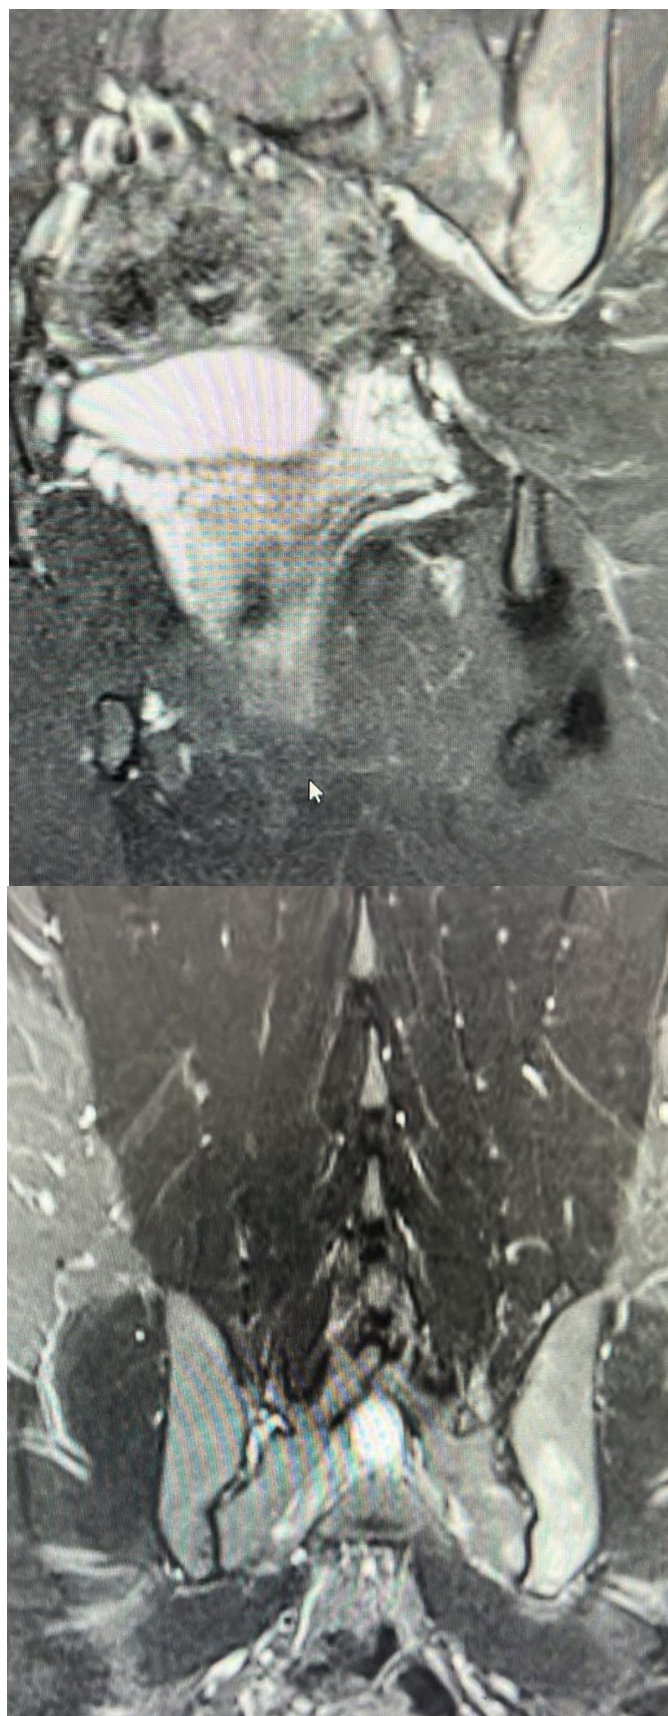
Ressonância Magnética do quadril esquerdo evidencia edema medular em sacro ilíaca a esquerda.
